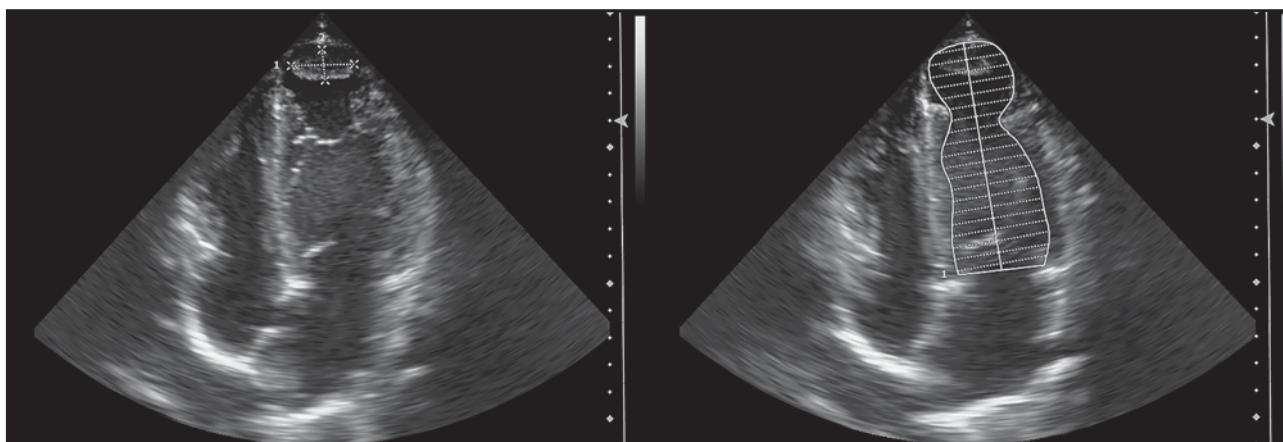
При эхокардиографии визуализируется верхушечный пристеночный тромб (слева); во время систолы желудочков определяется шаровидная деформация верхушки ЛЖ (справа).
